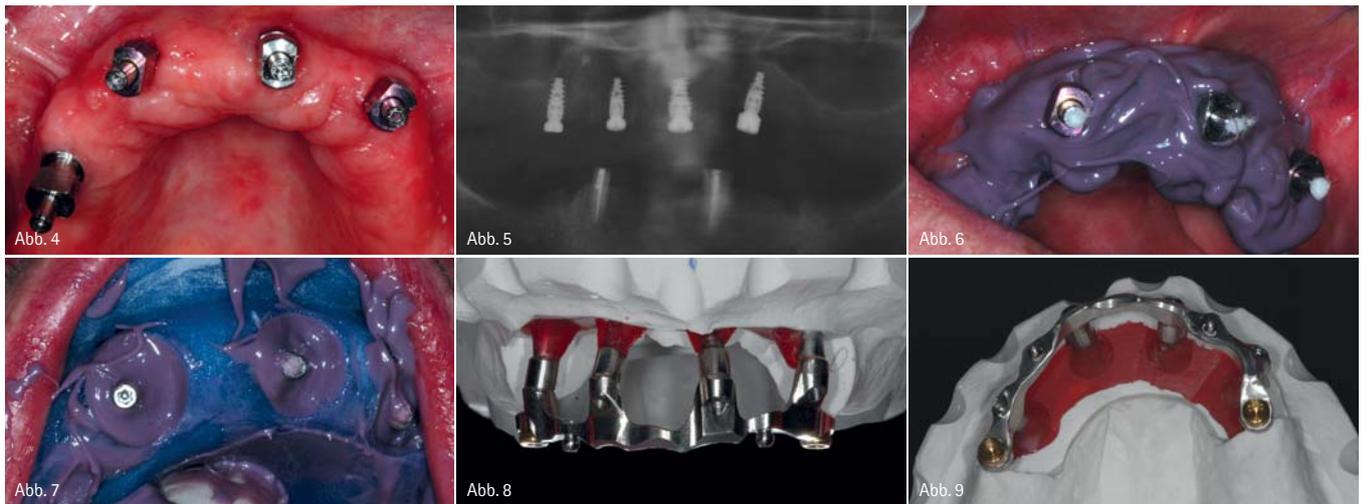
Nach einer Osseointegration der Implantate über vier Monate konnte die Abformung für die prothetische Rehabilitation erfolgen. – Abb. 5: Das Röntgenbild zeigt die stabil osseointegrierten NobelActive™ Implantate. – Abb. 6 und 7: Die Abformung mit individuellen Löffeln für die spätere Passgenauigkeit. – Abb. 8: Die Divergenz der Implantate konnte ohne Stabilitätsverlust ausgeglichen werden. – Abb. 9: Der präzisionsgefertigte Steg wird von Nobel Biocare bereits hochglanzpoliert ausgeliefert.
